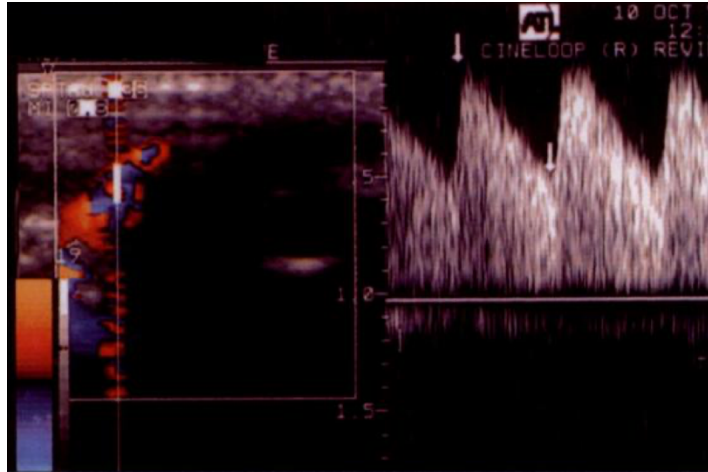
Eco doppler en hemangioma en mejilla
